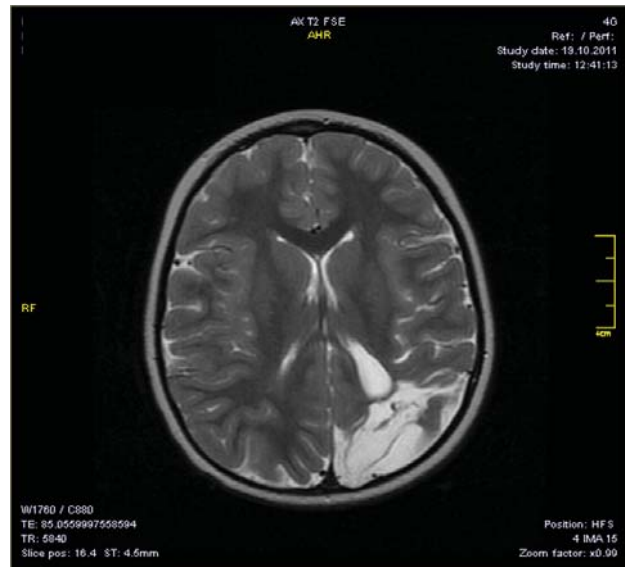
Пациентка А.К. МРТ головного мозга. Обширная зона глиозно-атрофического и кистозного перерождения церебральной паренхимы в левой затылочно-теменной области. Задние отделы тела и задний рог левого бокового желудочка реактивно расширены, в зоне поражения имеет место эффект краевой кальцификации – свидетельство постгеморрагической природы поражения.
